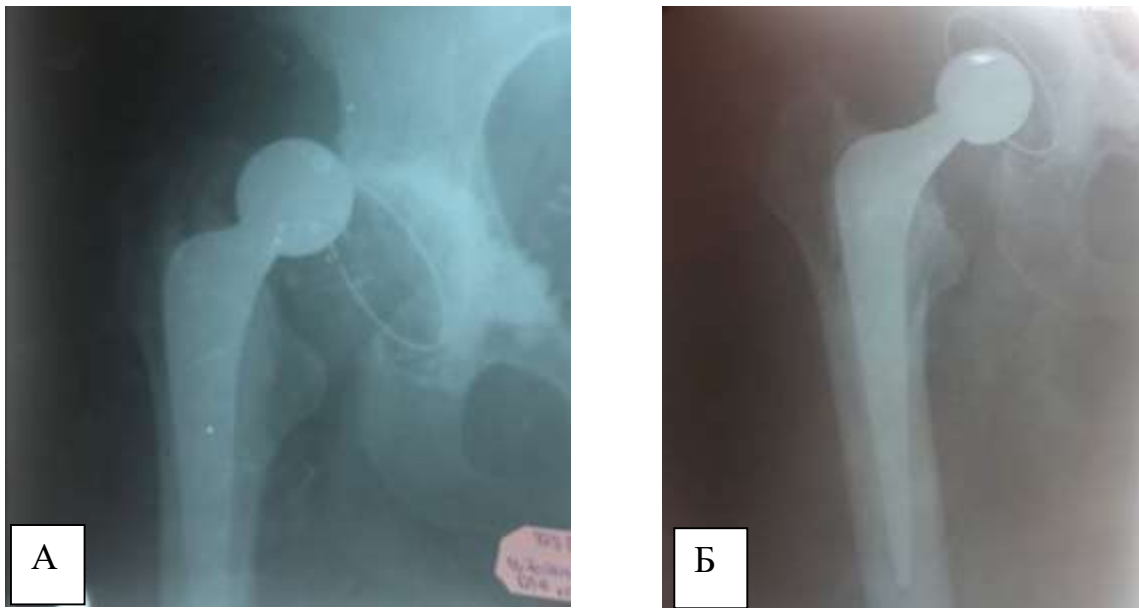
Фотокопії рентгенограм хворого С., 68 років, історія хвороби № 1739, діагноз: Звих голівки стегнового компоненту лівої стегнової кістки, стан після цементного ТЕКС (А). Під внутрішньовенним наркозом виконано закриту репозицію звиху (Б), встановлено добрий віддалений результат через 2,6 роки після операції (84 бали за шкалою W. H. Harris)
